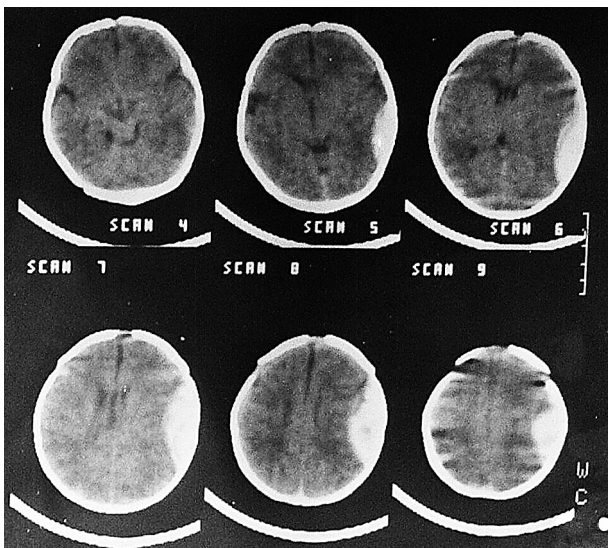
Эпидуральная гематома КТ: в левой височно-теменной области, сливаясь с костями свода черепа, определяется гиперденсивный очаг в форме двояковыпуклой линзы с ровным медиальным контуром толщиной около 2 см, протяженностью до 5 см, обусловленный острой эпидуральной гематомой. Подпаутинные пространства в передне-среднелобных областях содержат элементы крови. Образования средней линии на 3 мм смещены вправо
